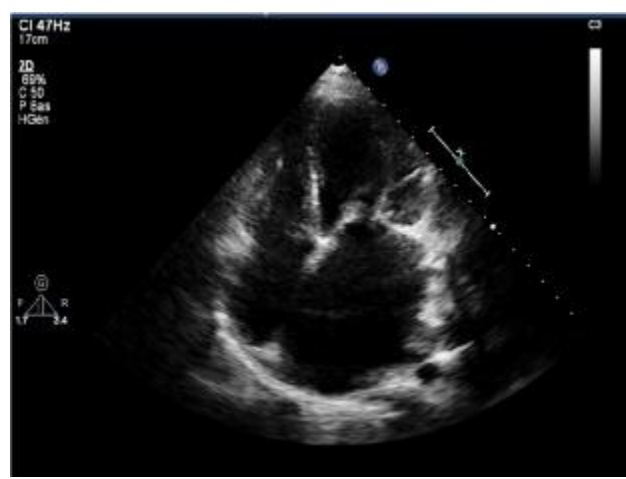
image échocardiographique trans thoracique 2D montrant une dilatation de l'OG.
